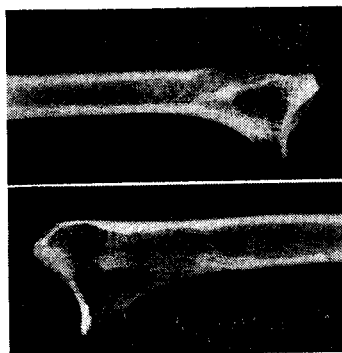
Radiografias da extremidade distal de um rádio de gorila (duas posições) revelando um arranjo trabecular idêntico, mas não igual (o sistema trabecular dorsal é menos nítido).
